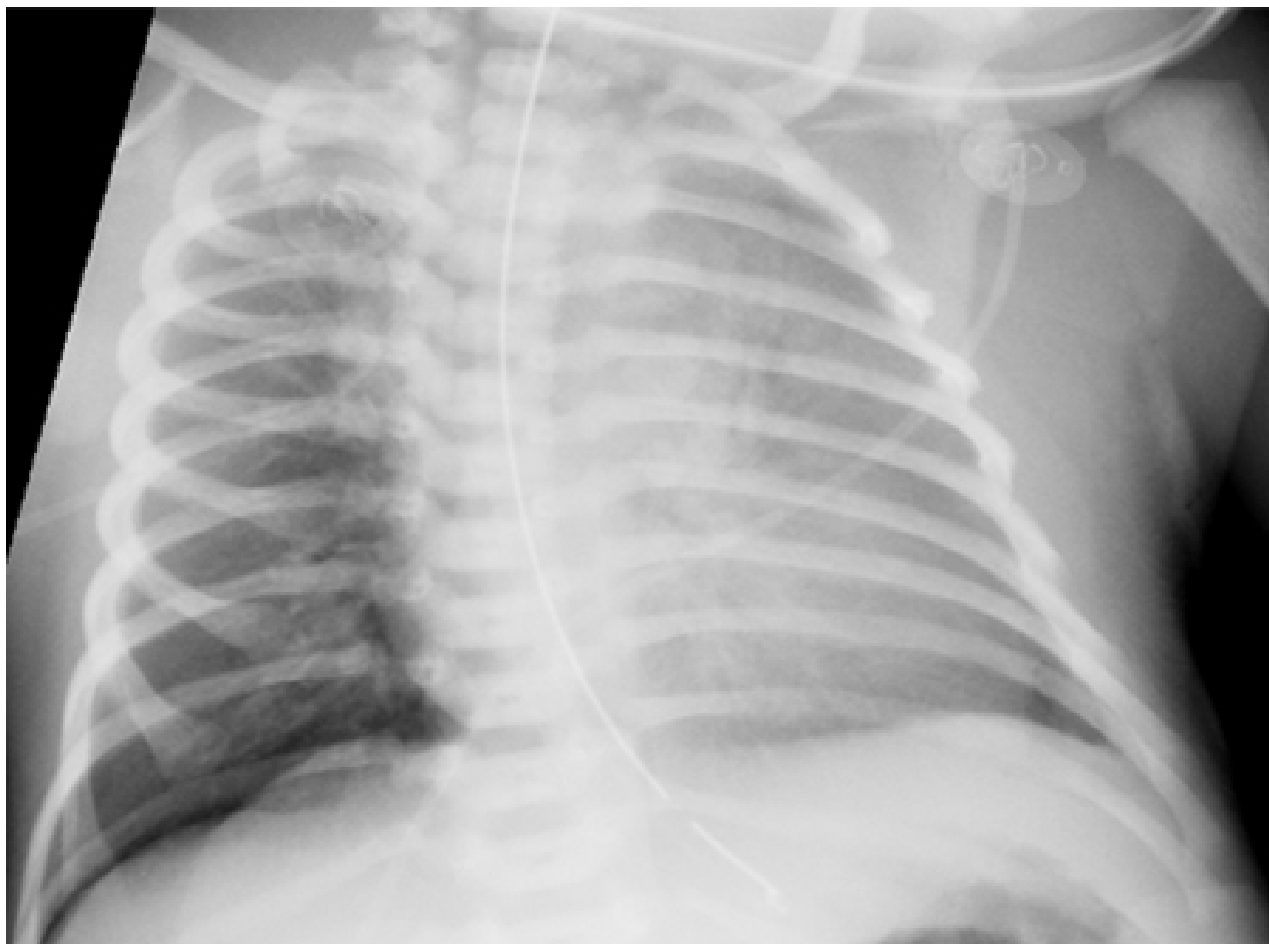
Radiografia torácica mostrando ar na base do pulmão direito acima do diafragma, sugerindo pneumotórax em um paciente com síndrome da aspiração meconial (SAM)
